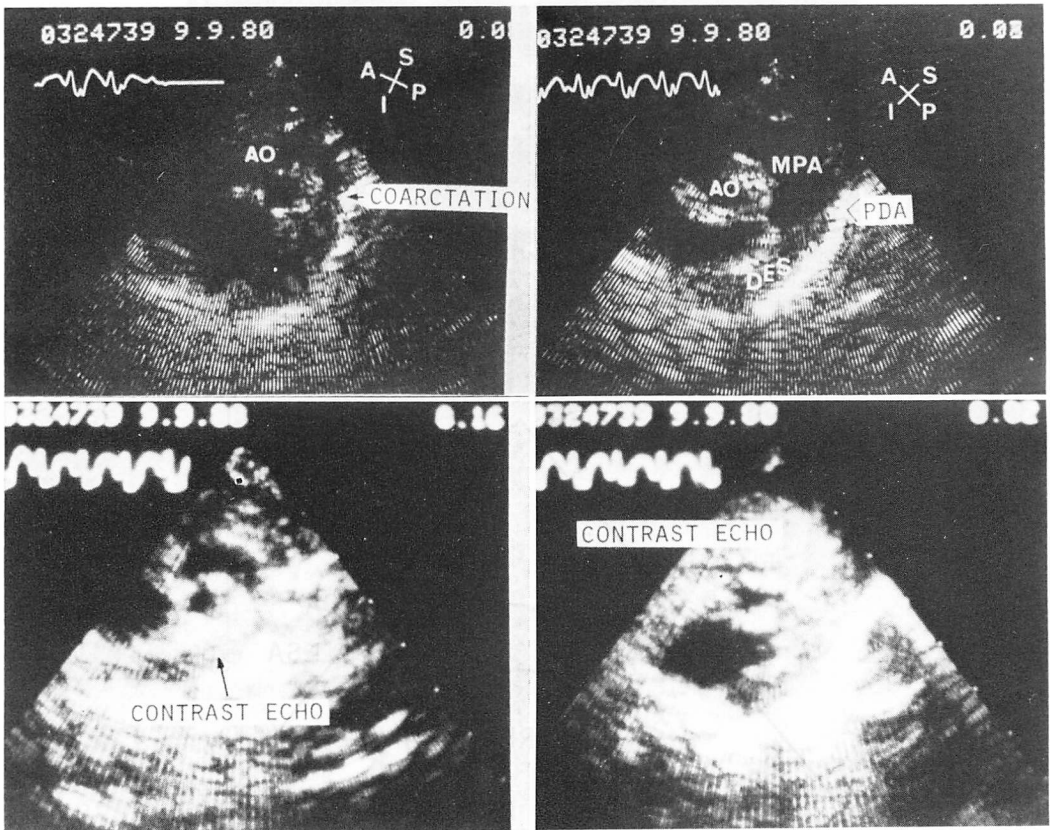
Contrast echocardiograms demonstrating the aortic arch (left panel) and PDA (right panel) in coarctation of the aorta (isthmal hypoplasia) (Case 4; a 12-day-old female with Co/Ao, PDA and VSD).
